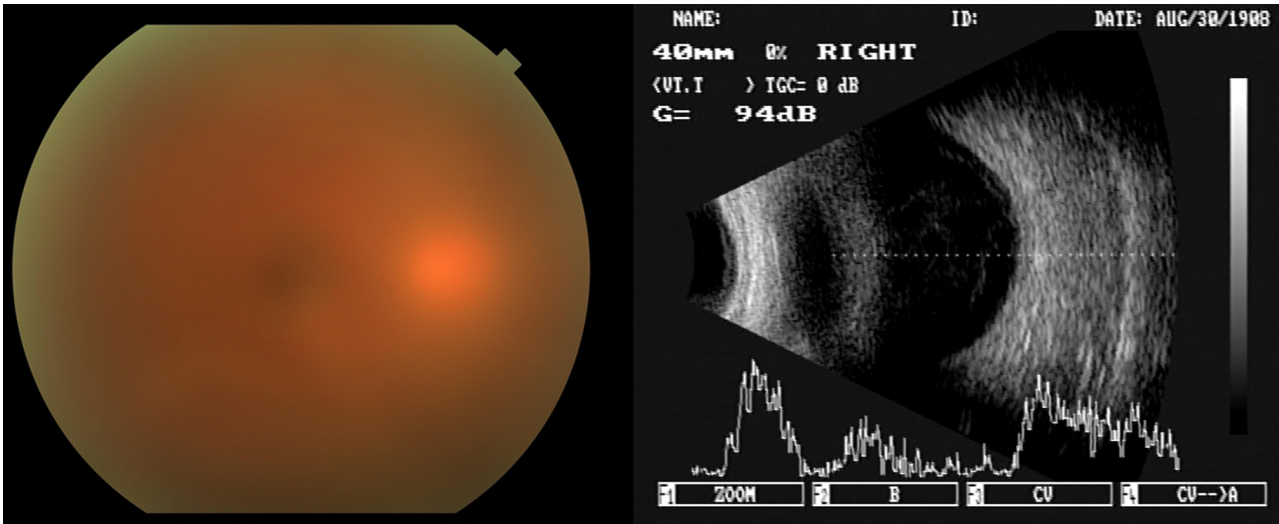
Fundus photograph and ultrasonograph showing vitreous opacity at the first visit.
